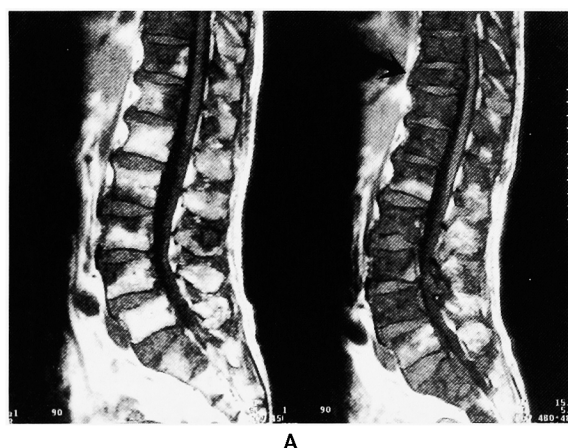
A & B, Sagittal view of T1-weighted (A) and STIR (B) MRI scan of lower thoracic, lumbar and sacral spine before (Lt.) and after (Rt.) MEP chemotherapy. A T1-weighted MRI scan shows increase of the low-intensity areas that increase in the intensity with respect to the normal spine on the STIR image. In addition, note pathological fracture of 10th thoracic spine (black arrow).
